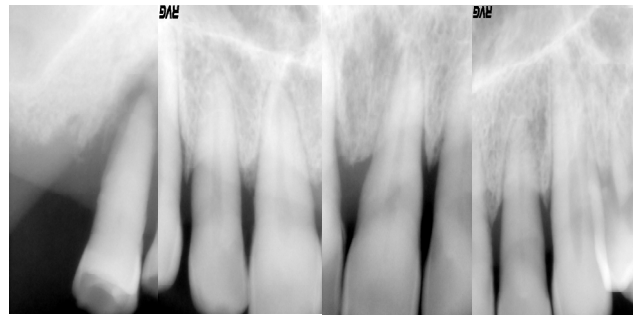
radiographies rétro-alvéolaires des dents restantes
